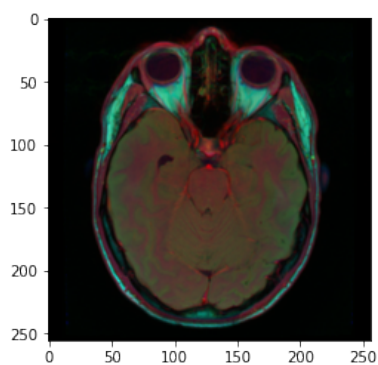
МРТ-изображение головного мозга с опухолевым образованием
